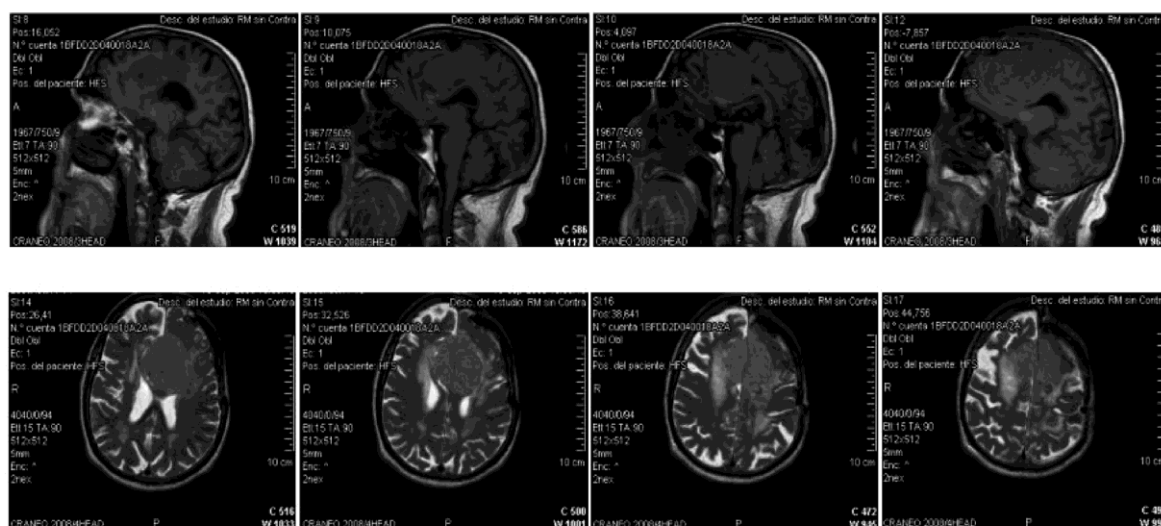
Resonancia Magnética Cerebral del paciente JCF antes de la última intervención quirúrgica (15 Septiembre 2008)
